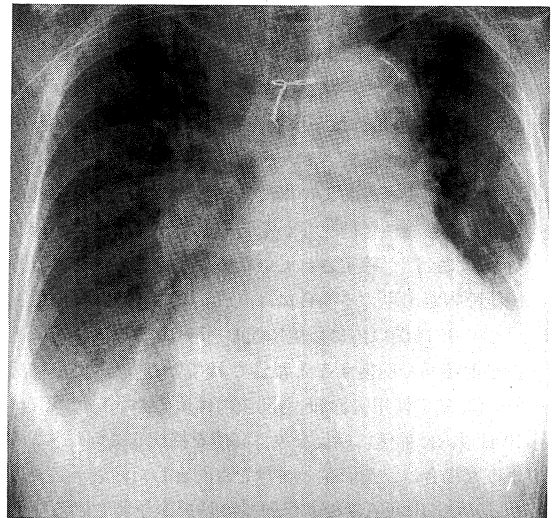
X-ray examination of lung before hemodialysis.
